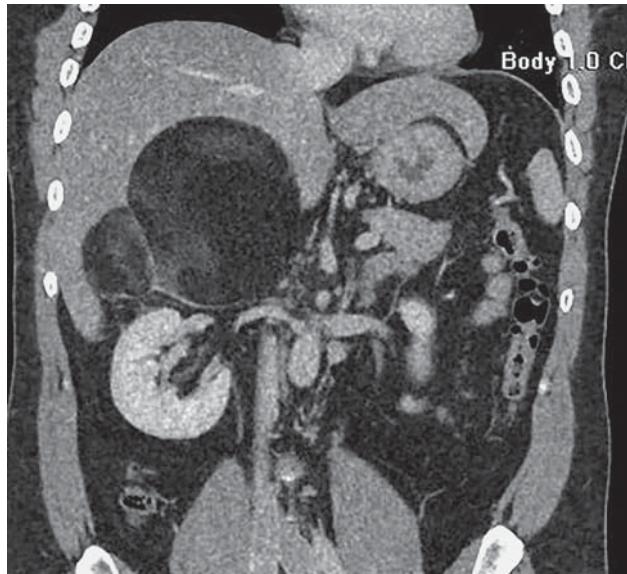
Миелолипома правого надпочечника. КТ с внутривенным контрастированием. В верхних отделах забрюшинного пространства с правой стороны определяется больших размеров жиро содержащее образование, смещающее книзу правую почку.
